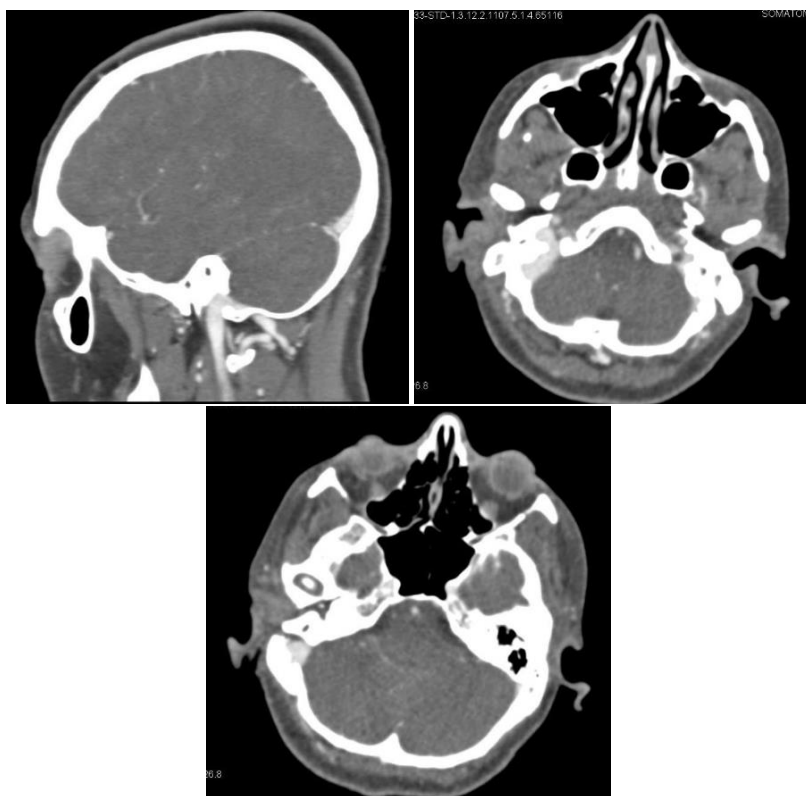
Компьютерная томографическая ангиография того же пациента (сагиттальная, аксиальная проекция).
